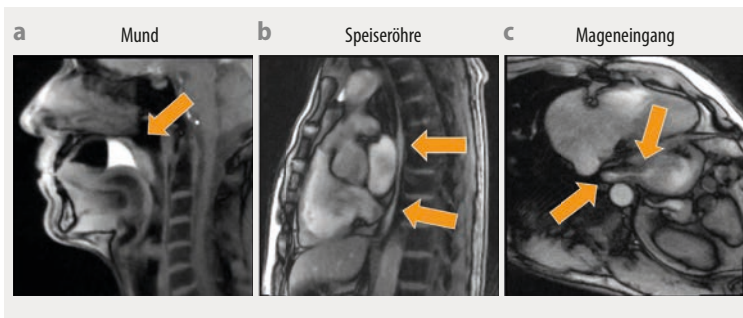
Die Echtzeit-MRT bildet den Schluckvorgang von Ananassaft (helles Signal, Pfeile) mit einer zeitlichen Auflösung von 40 ms ab. Die Bilder zeigen den Beginn des Schluckvorgangs (a), den Durchgang des Saftes durch die obere Speiseröhre (b) und den Eintritt in den Magen durch den Pfortnermuskel (c).
